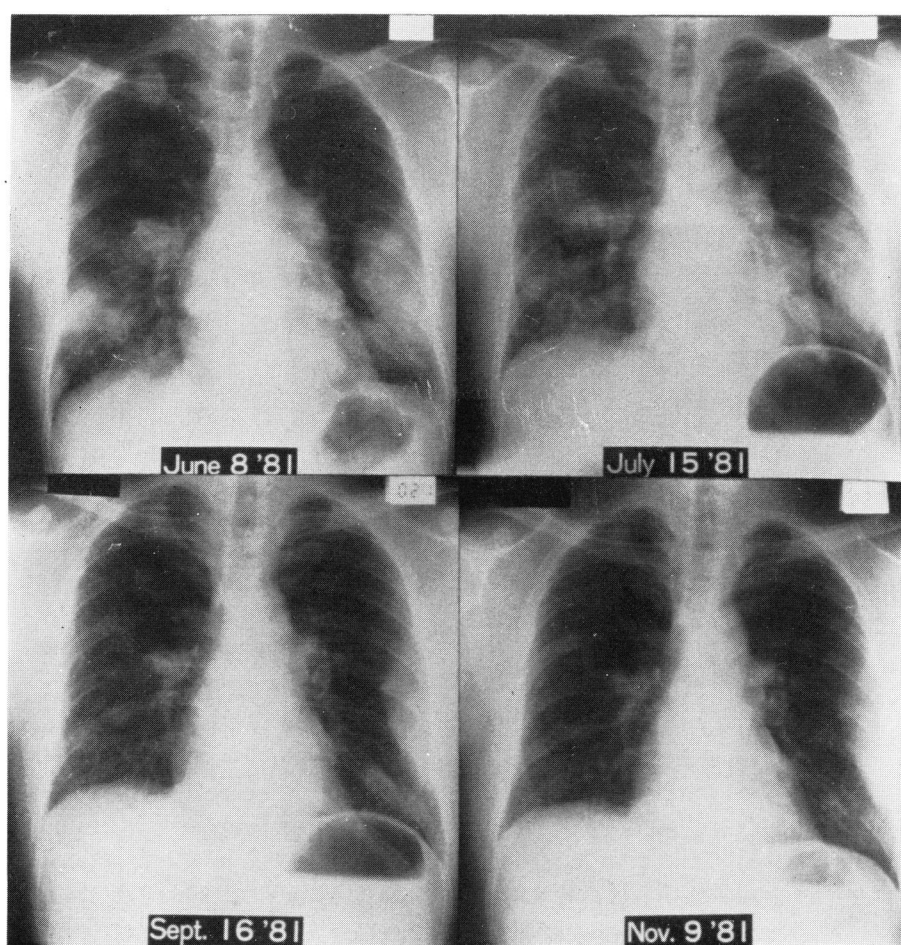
Chest X-ray films show 30 per cent reduction of multiple pulmonary metastatic lesions
